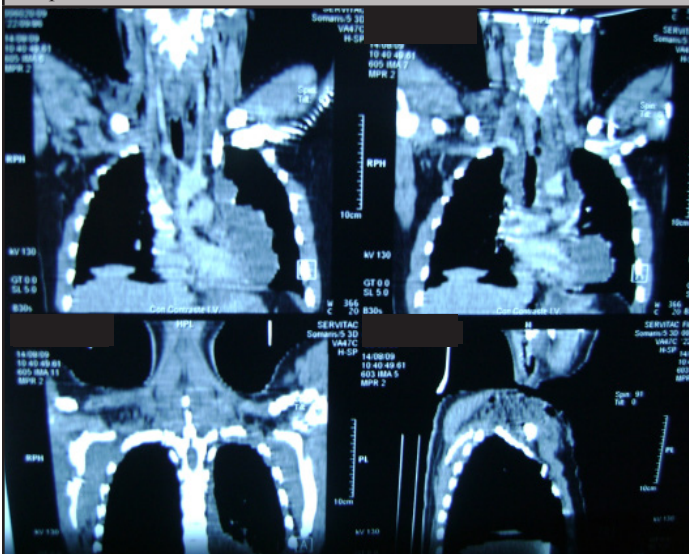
TAC con contraste, muestra infiltrados pericárdicos y derrame pleural derecho
